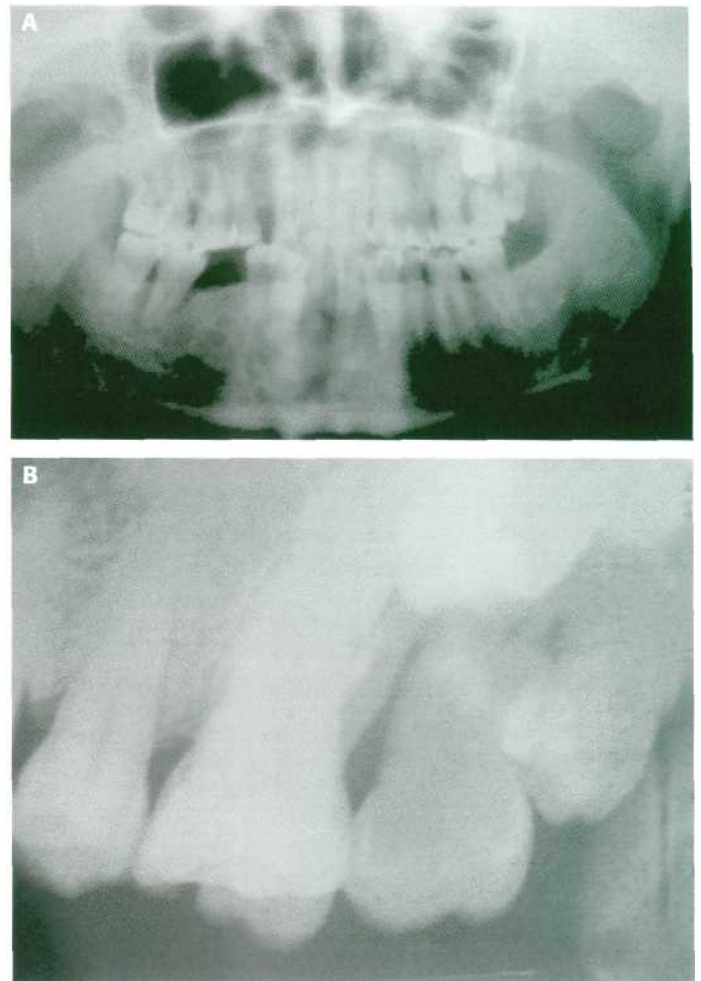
Presencia de tres cuartos molares en la zona del 2.8. (A) Ortopantomografía. (B) Radiografía periapical que permite ver solamente dos distomolares.
